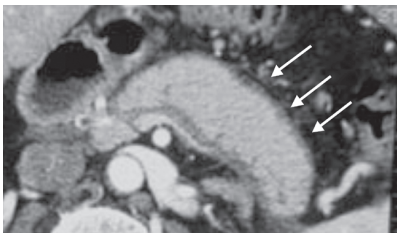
TDM pancréatiques. PAI de type 1. Présence d'une augmentation globale de taille de la glande pancréatique. Perte des lobulations. Présence d'un halo périphérique non réhaussé à l'injection de produit de contraste (flèches)
